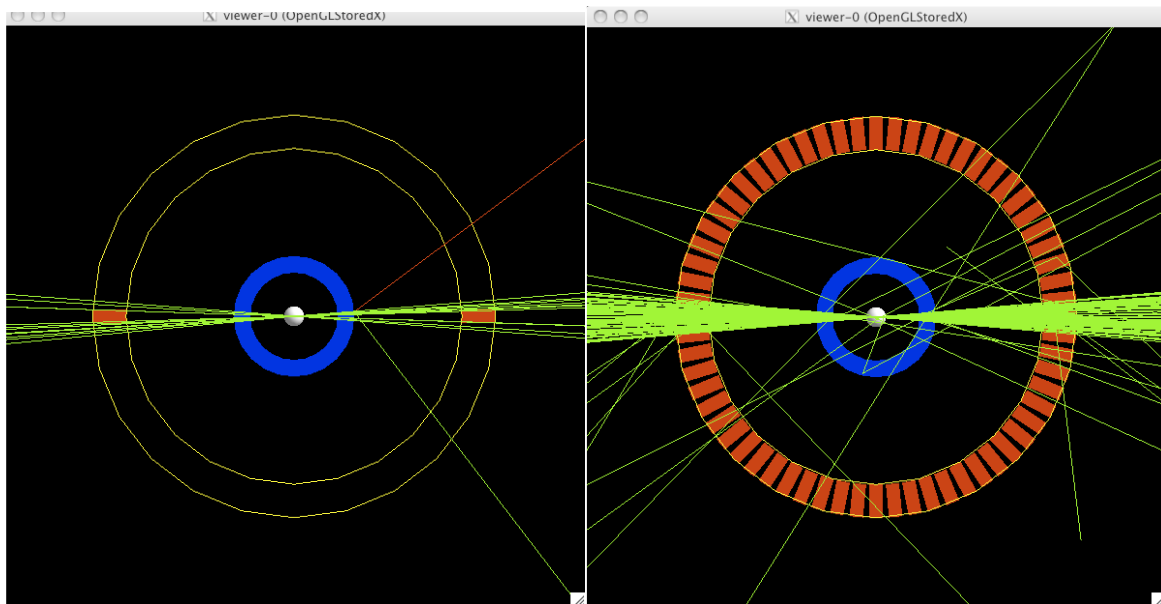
configuration de la source émettrice de positron à l'intérieur du fantôme cylindrique dans un PET
